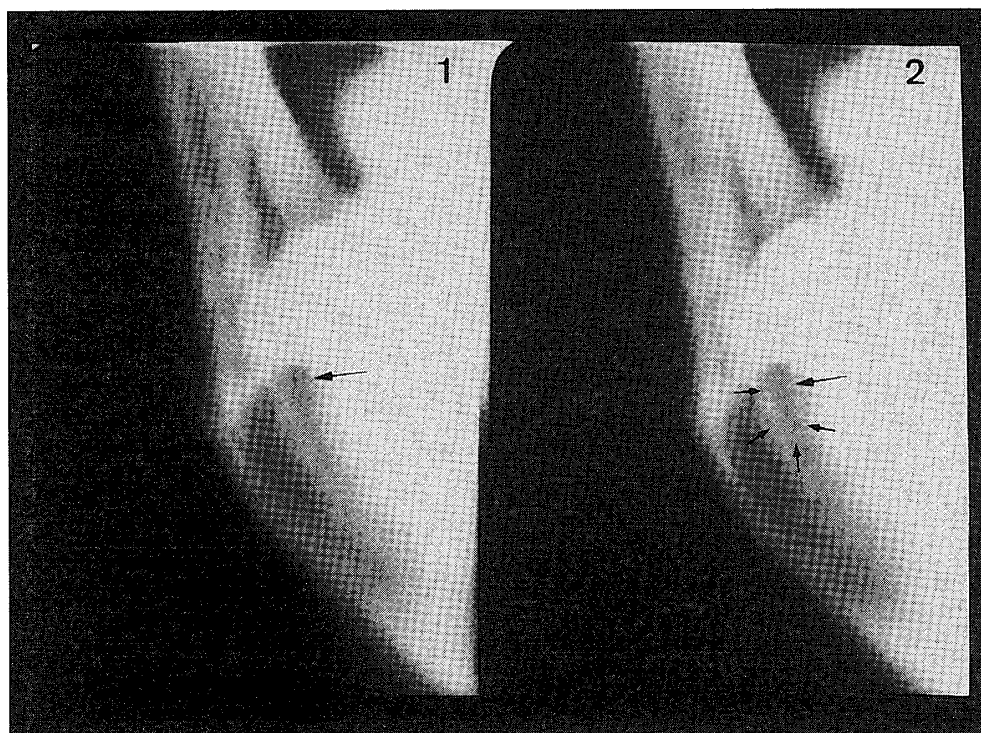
Cross-sectional tomographic cuts. The canal is located lingually. The mandibular canal was shown to be elliptical (arrows).
